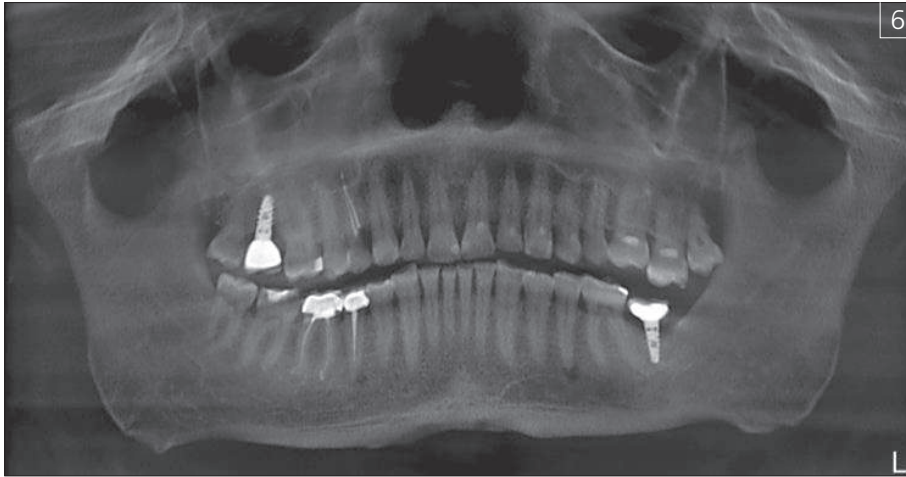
КТ челюстей пациента М., 56 лет, с дистальной окклюзией и со значительной потерей межальвеолярной высоты
